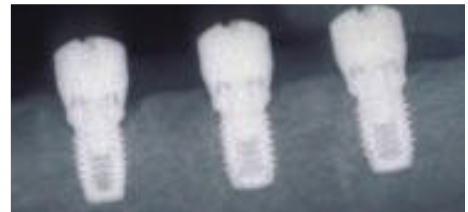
세균성 치태 유도 임플란트 주위 조직 파괴의 방사선 사진.
